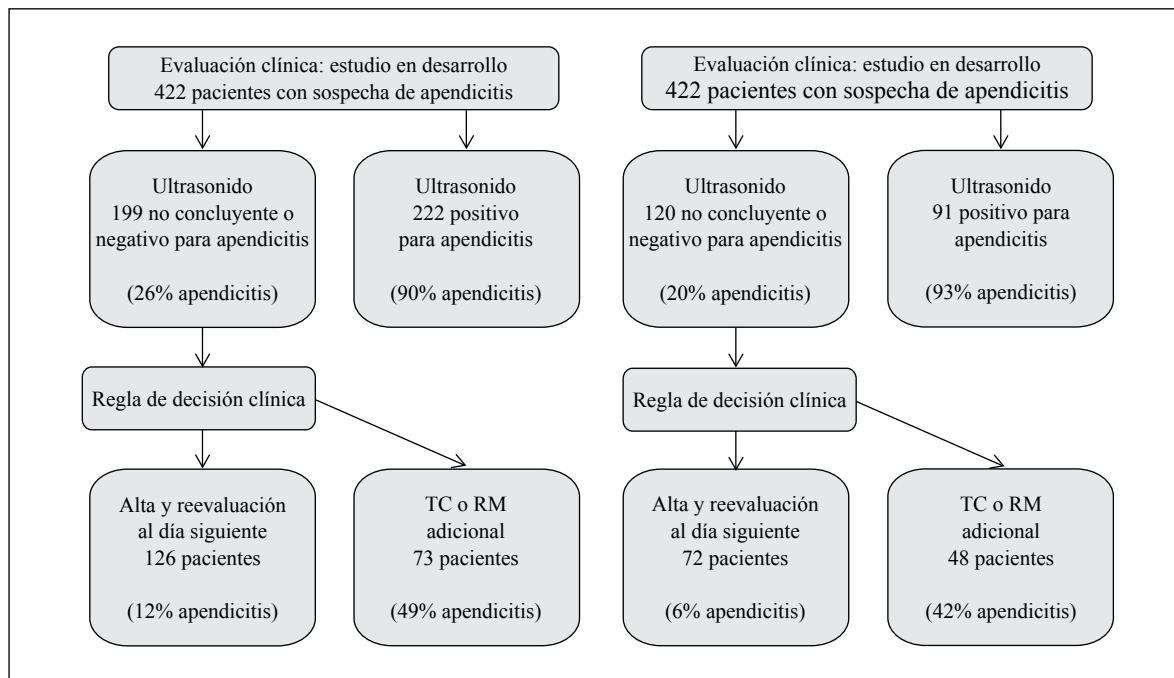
Resultados de regla clínica para descartar apendicitis en pacientes con sospecha de apendicitis con ultrasonido no concluyente o negativo⁸.
